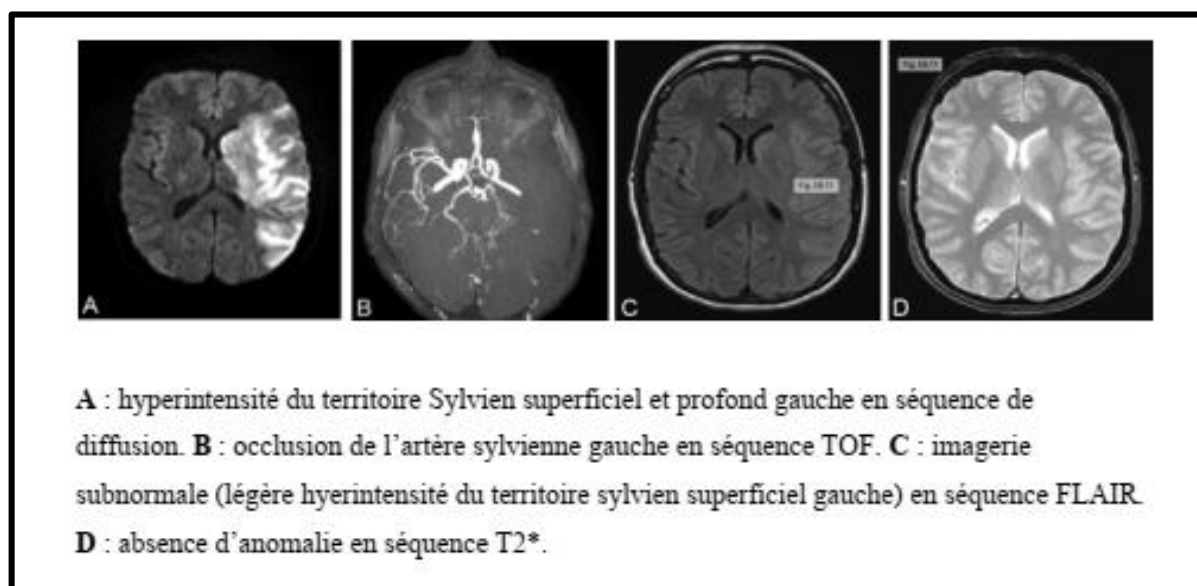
Séquences IRM visualisant l'infarctus cérébral
